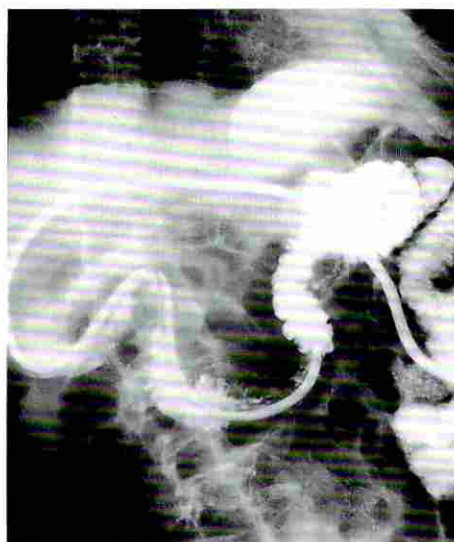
X-ray findings after infusion of contrast medium through TGJ tube. Small amount contrast medium was seen in the stomach and no reflux to the esophagus were observed.
